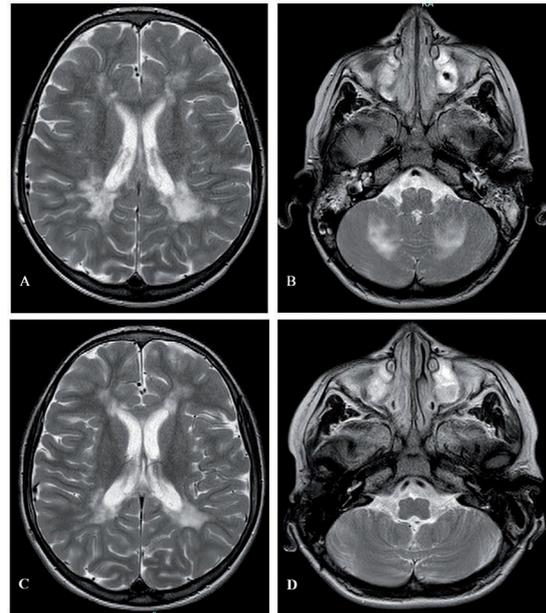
Immagini RMN (T2 pesate) pre-trattamento (A,B) e post-trattamento (C,D).
